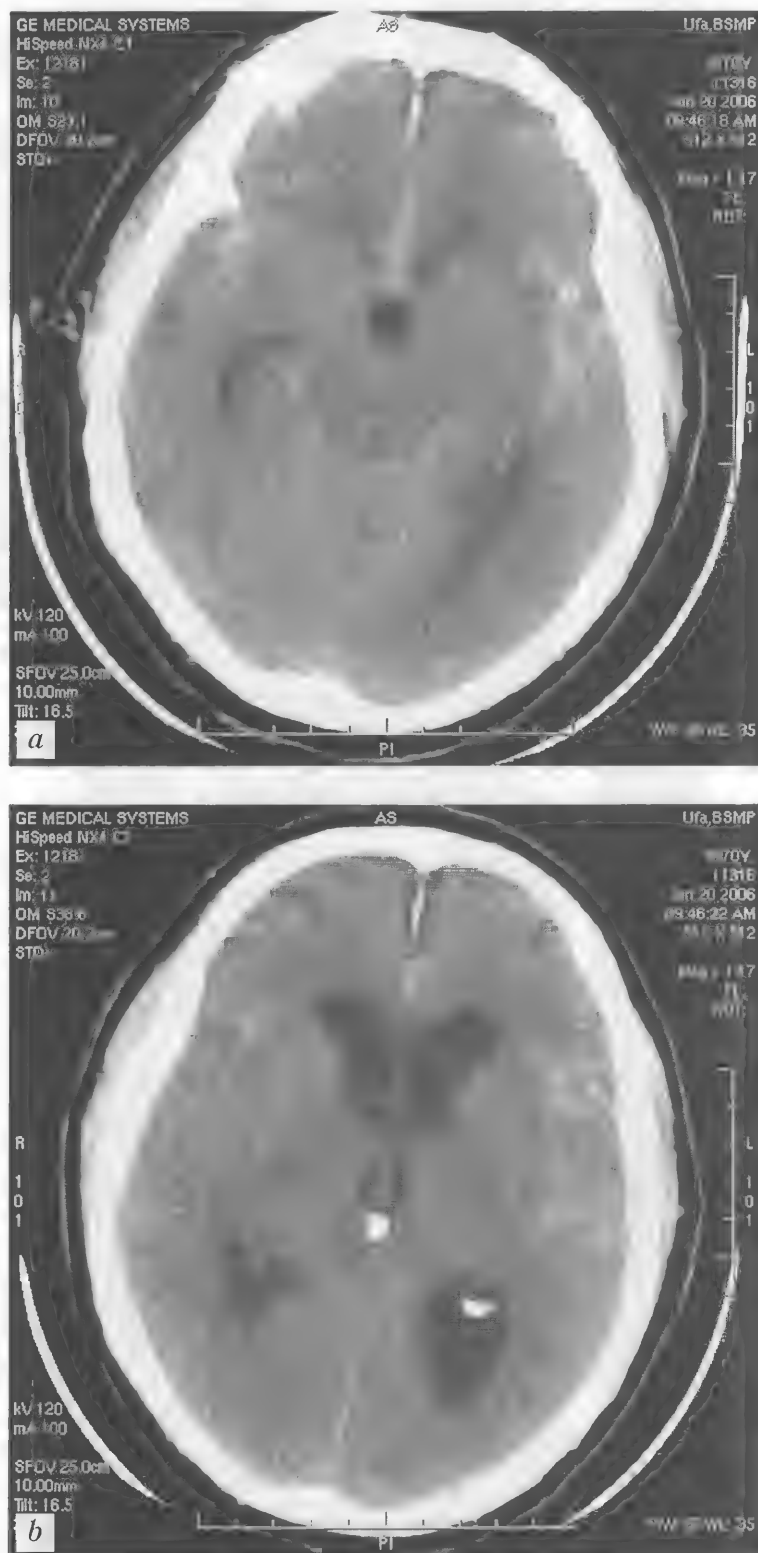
Больная Б., 70 лет. Субарахноидальное кровоизлияние с наличием крови в латеральных и межполушарных бороздах височных долей. КТ — *a, b*
